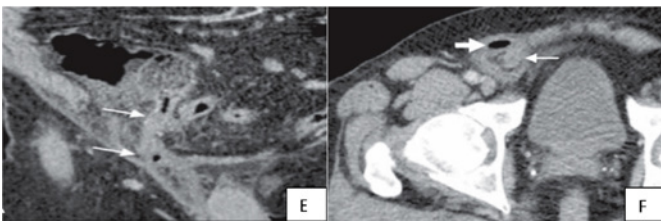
Tomografía computarizada. E - Corte coronal, F - Corte axial. Hernia de Amyand tipo 3. Apéndice distendido con pared engrosada dentro de una hernia inguinal derecha, con foco de gas libre adyacente^{25,45}
